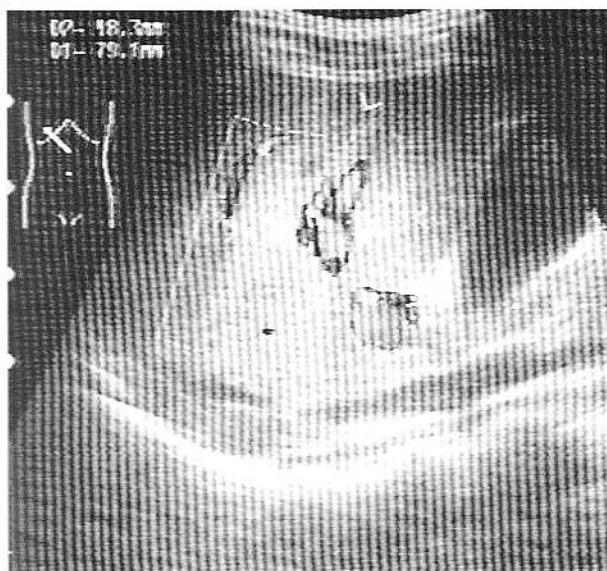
Aspectul Doppler al zonei afectate - la 4 ore de la accident.
